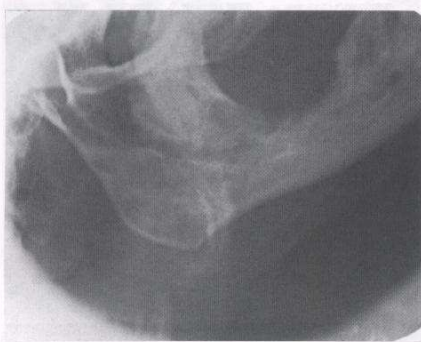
Carcinoma de mucosa alveolar. Radiografía de rama horizontal con área osteolítica en forma de plato playo. Sus bordes son irregulares. El paciente refiere sensación de "adormecimiento labial".
